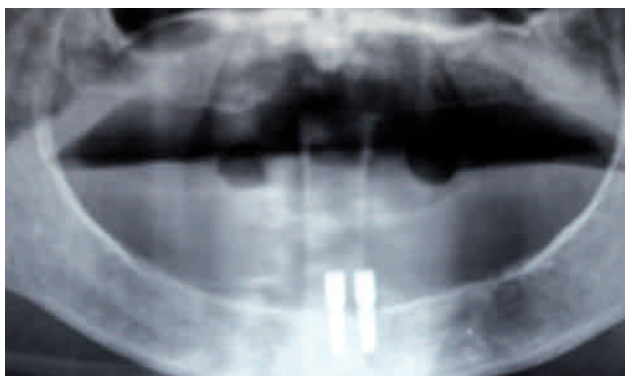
Radiografía panorámica con adecuada respuesta de los implantes.
